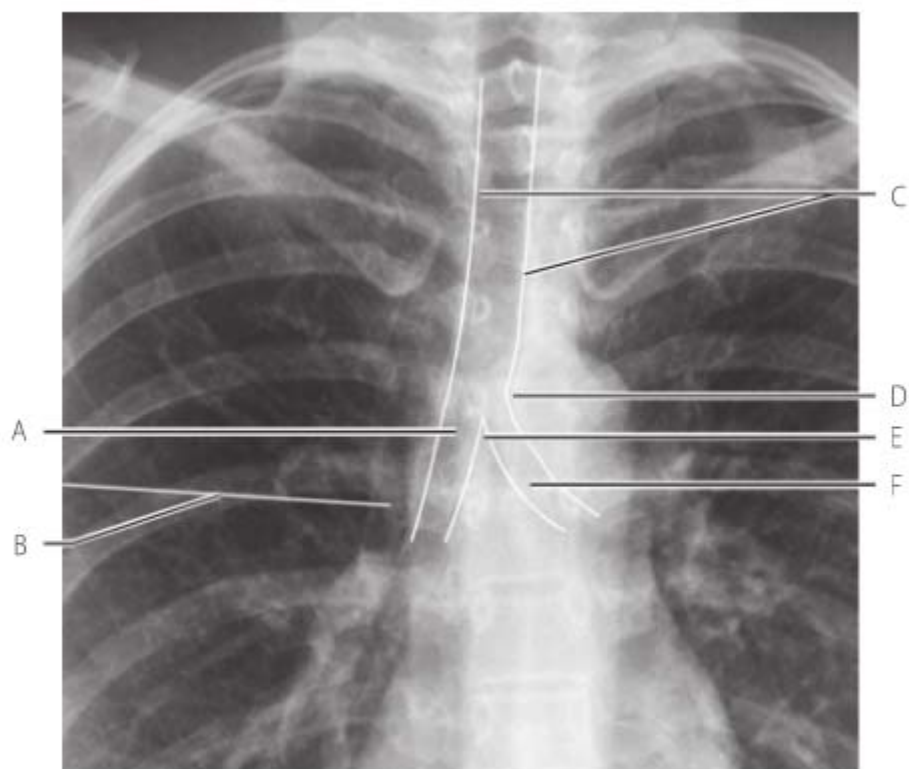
Proyección posteroanterior de radiografía de tórax con los límites de las vías aéreas marcados. A Bronquio principal derecho. B Posición de la cisura horizontal o menor. C Bordes laterales de la tráquea. E Carina. F Bronquio principal izquierdo.
